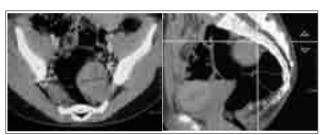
КТ-снимки. Невринома, уровень  $S_1 - S_2$
